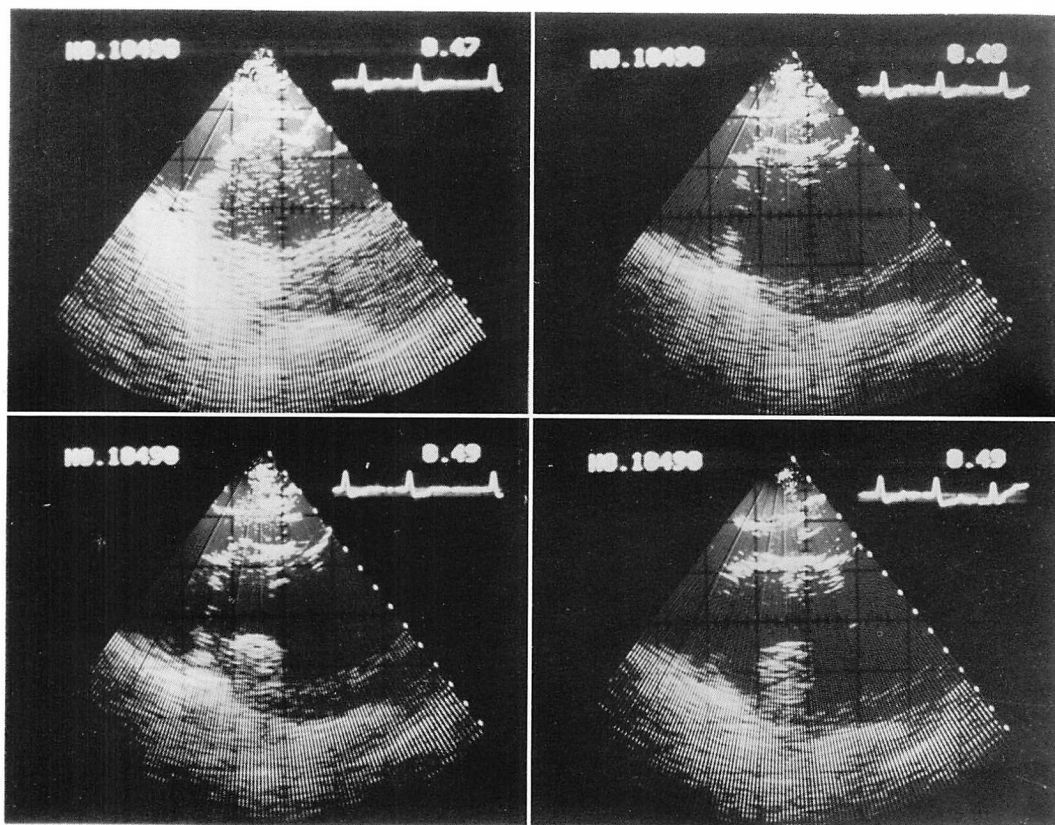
Two-dimensional echocardiograms taken on January 8.
